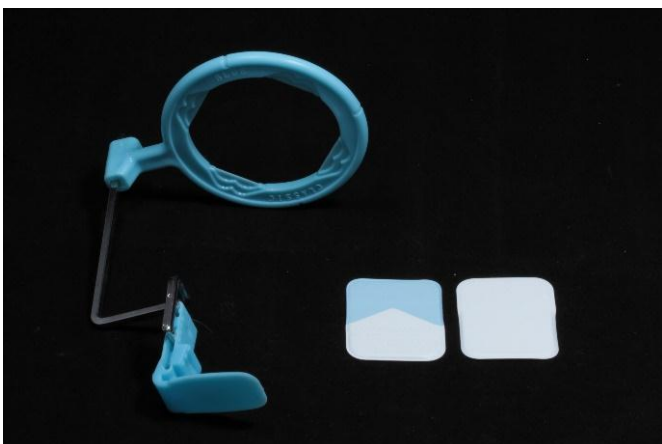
(Posicionador Anterior TPC, Radiografía N2 carestream)
